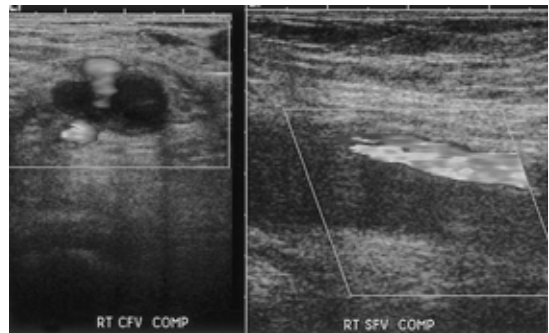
Initial Color Doppler sonography of the right leg shows near total thrombosis involvement in the external iliac vein and CFV, and partial thrombosis in the SFV and popliteal vein.
